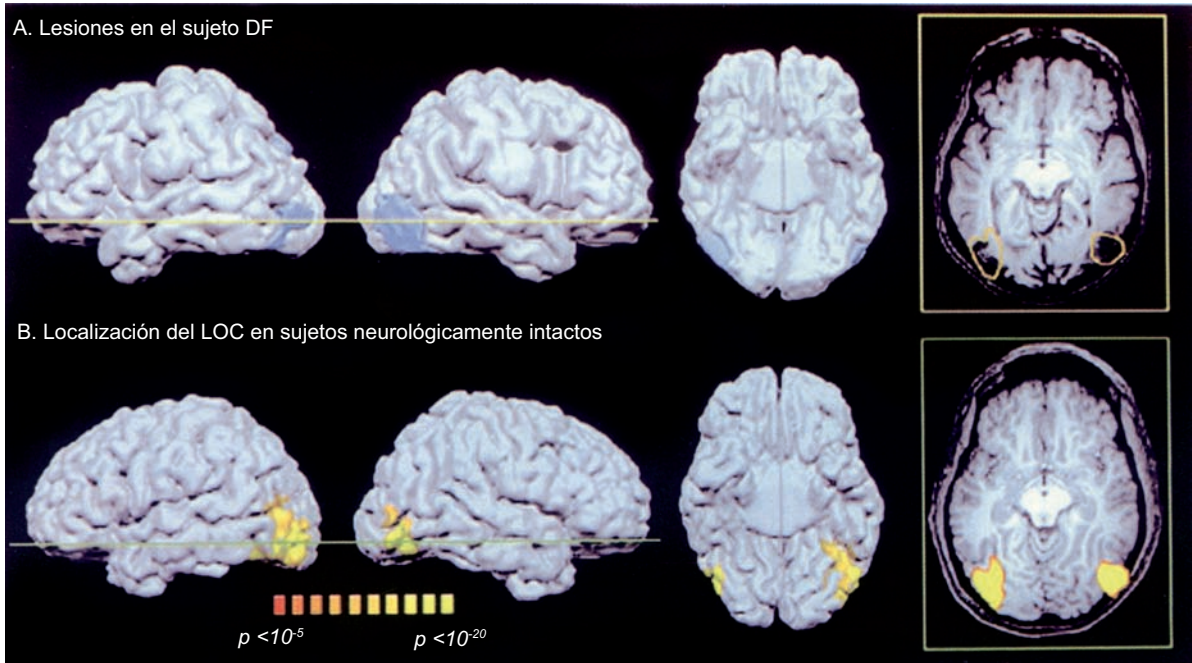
A, B. Se comparan las lesiones en la corriente visual ventral de una paciente con agnosia visual (sujeto DF) con la región esperada (complejo occipital lateral) para el reconocimiento de objetos. A. Lesiones en el sujeto DF. Sus lesiones se exploraron en cortes que indicaban un daño a los tejidos y aparecieron en azul pálido en la superficie pial. Se muestran las vistas laterales de los hemisferios izquierdo y derecho, lo mismo que una vista ventral de la parte inferior del cerebro. B. La ubicación esperada del complejo occipital lateral sobre la base de una imagen por resonancia magnética funcional pertenece a siete pacientes neurológicamente intactos. La activación del corte se muestra en color anaranjado en el panel A con las lesiones en el cerebro de la paciente DF. (Reproducida con autorización de Oxford University Press, James *et al.*, 2003.)
